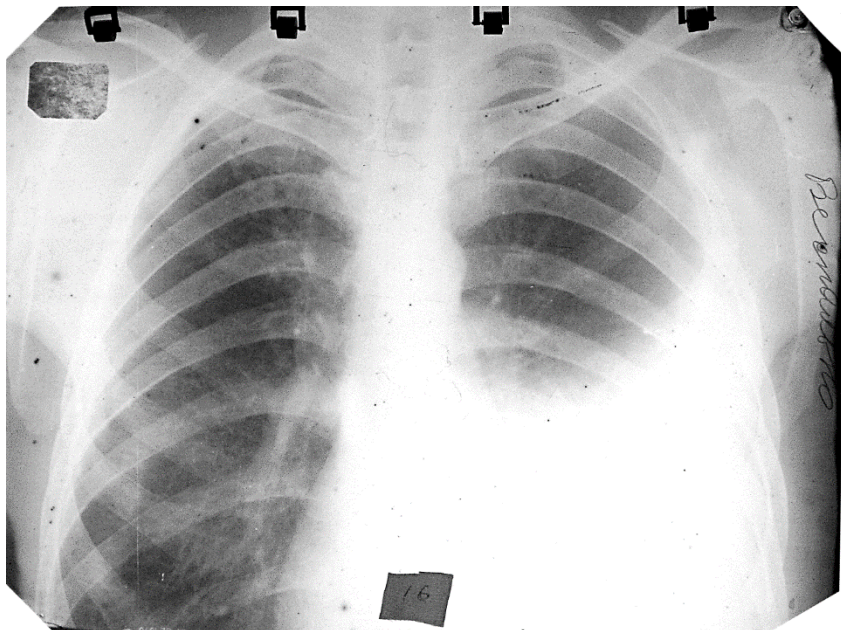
Оглядова пряма рентгенограма. П'ятий тип рентгеноморфологічного синдрому плеврального випоту
